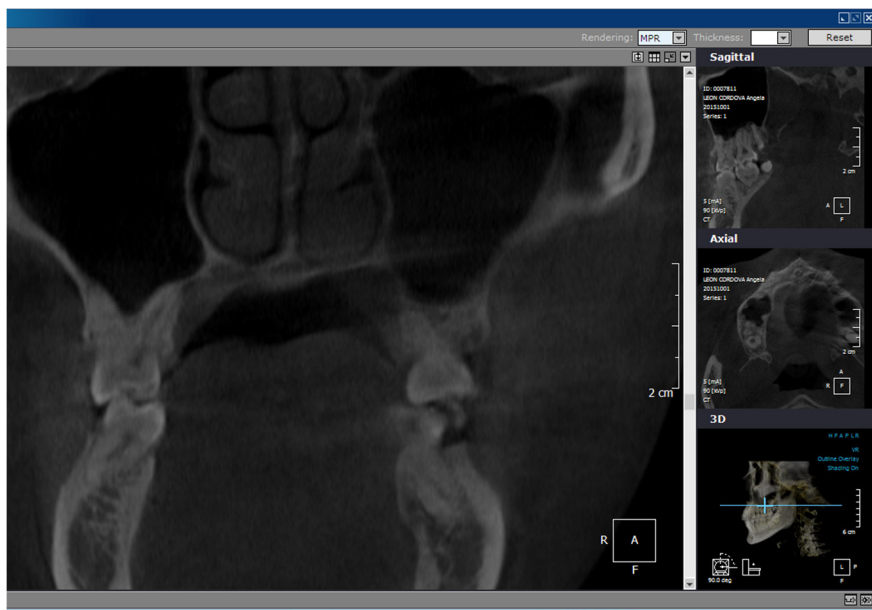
CBCT en corte coronal donde se aprecia la disposición del seno maxilar frente a los ápices radiculares de las molares.
